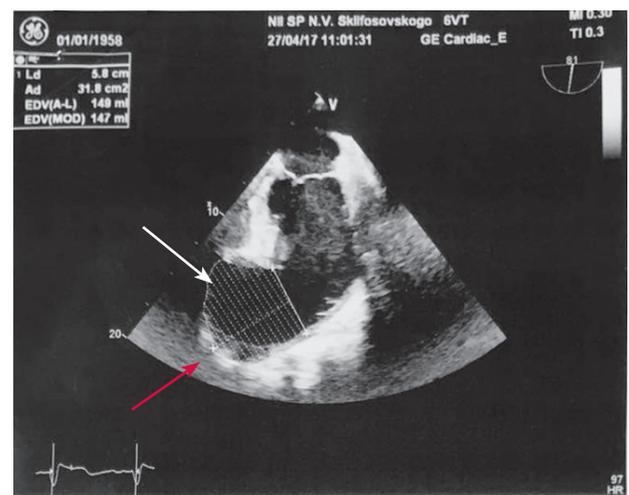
Транспищеводная эхокардиография в двухмерном В-режиме (белой стрелкой указана аневризма левого желудочка, красной — тромб в полости аневризмы левого желудочка)
